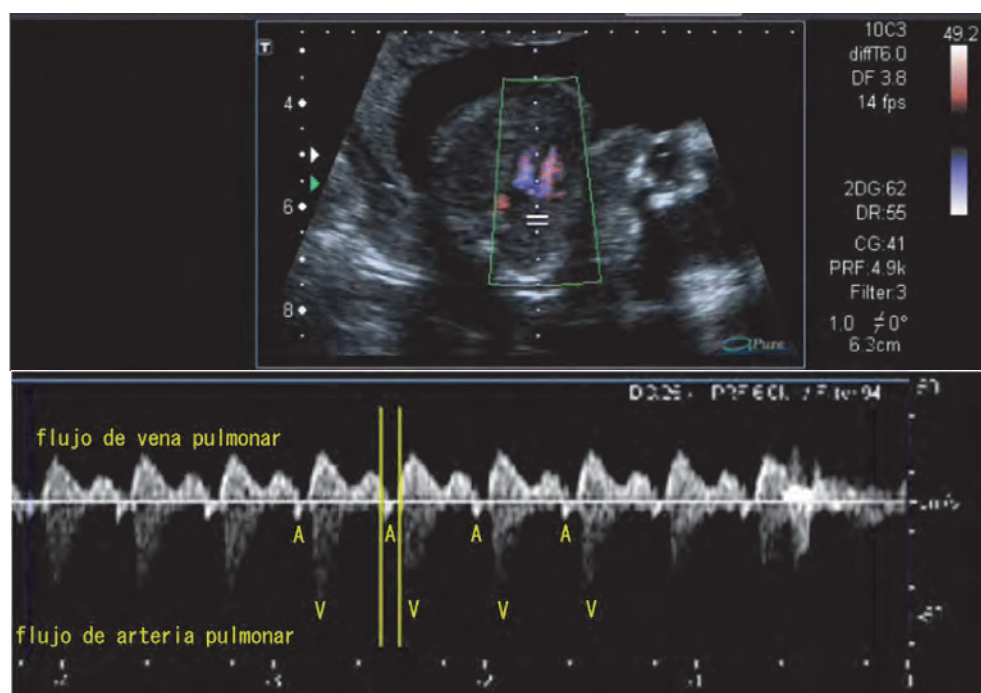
Doppler-pulsado. Vena y arteria pulmonar: Ecocardiograma fetal (17 semanas), proyección cuatro cámaras, en el que se registra simultáneamente el flujo de la vena pulmonar superior derecha y la arteria pulmonar derecha. El flujo de la vena pulmonar se registra en forma de dos ondas que se acercan al transductor (una primera sistólica y una segunda que corresponde con la primera parte de la diástole) y una pequeña onda que en este caso se aleja del transductor y que es debida a un mínimo flujo retrógrado coincidente con la contracción auricular (onda "A"). El flujo sistólico en arteria pulmonar se aleja del transductor y representa la contracción ventricular ("V"). El intervalo AV se extiende desde el comienzo de la onda "A" del flujo de vena pulmonar hasta el inicio de la onda "V". La relación AV es 1:1
